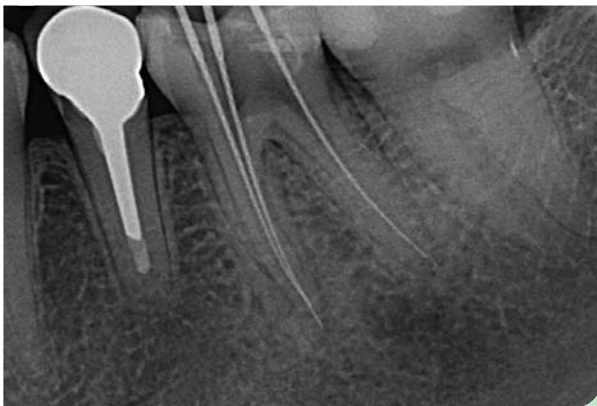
Röntgenmessaufnahme nach Aufbereitung aller drei Kanäle. Überinstrumentierung von ca. 1 mm an der mesio-bukkale Wurzel, alle weiteren Aufbereitungslängen erscheinen korrekt.
